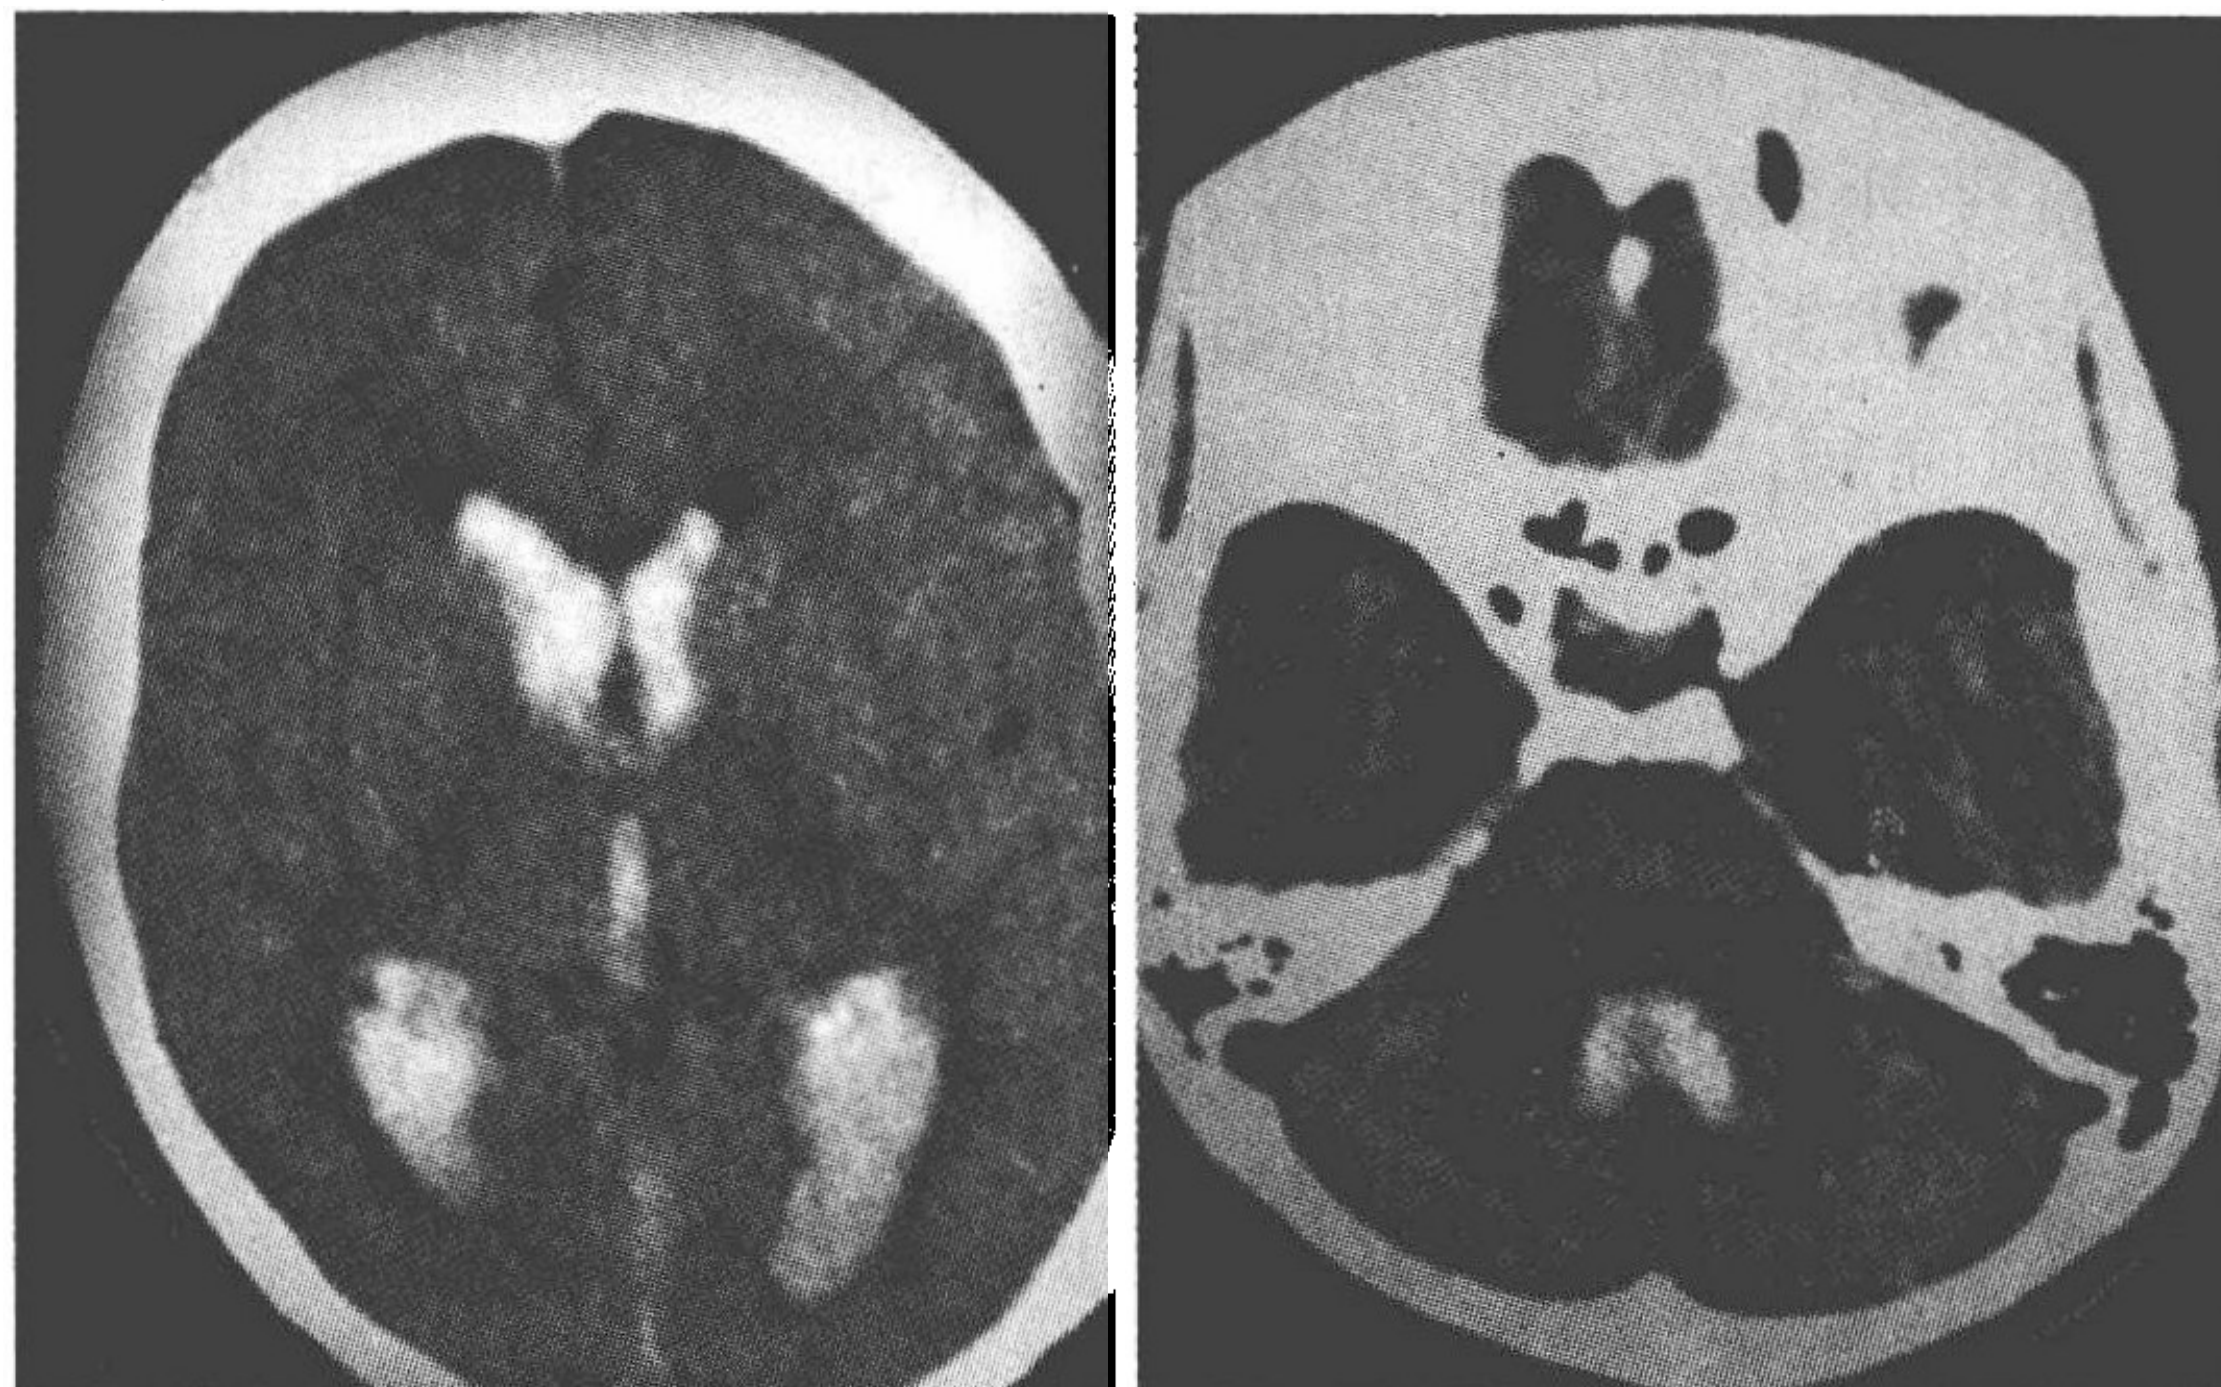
第一次入院时头部 CT, 双侧侧脑室, 第三、四脑室均有积血
